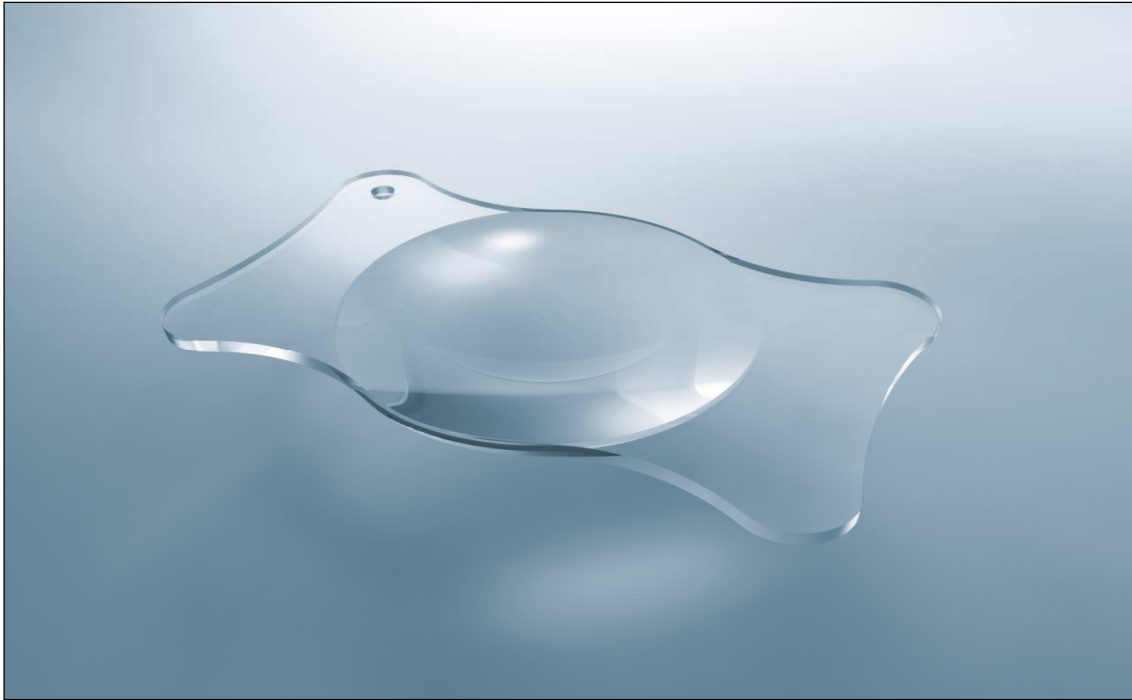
einstückige Intraokularlinse CT-Asphina 409M mit Plattenhaptik; mit freundlicher Genehmigung der Firma Carl Zeiss Meditec
